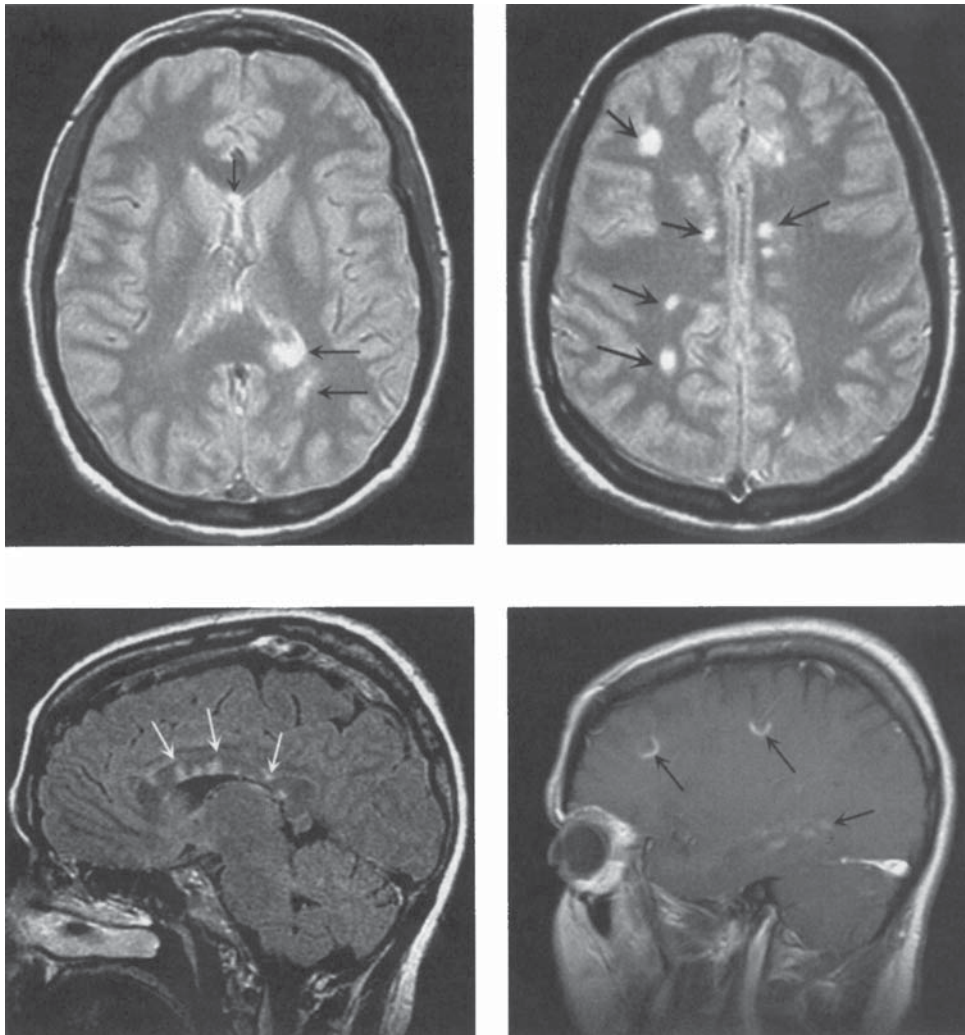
Caracteristicile RMN în SM. A, B – Imaginile primelor ecouri axiale cu T2 demonstrează semnale luminoase multiple anormale în substanța albă, tipic pentru SM. C – Imagine sagitală T2 FLAIR în care semnalul puternic al LCR este suprimat. LCR apare negru, în timp ce zonele de edem cerebral sau de demielinizare
